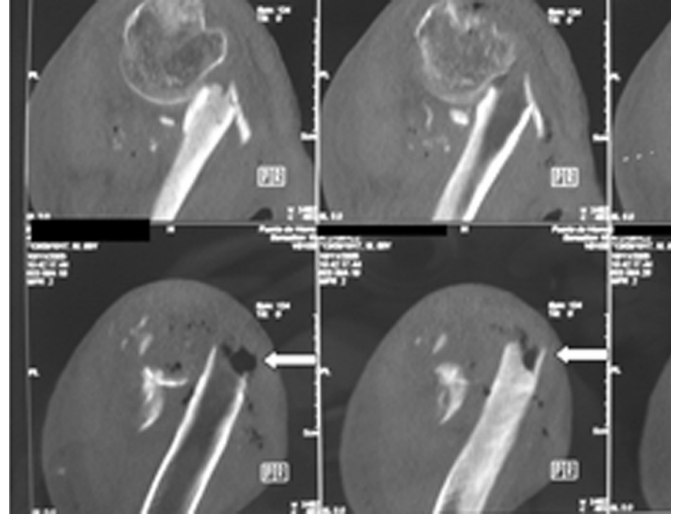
TAC que muestra una fractura subcapital de húmero y una imagen de absceso con burbujas de aire (Flecha).
